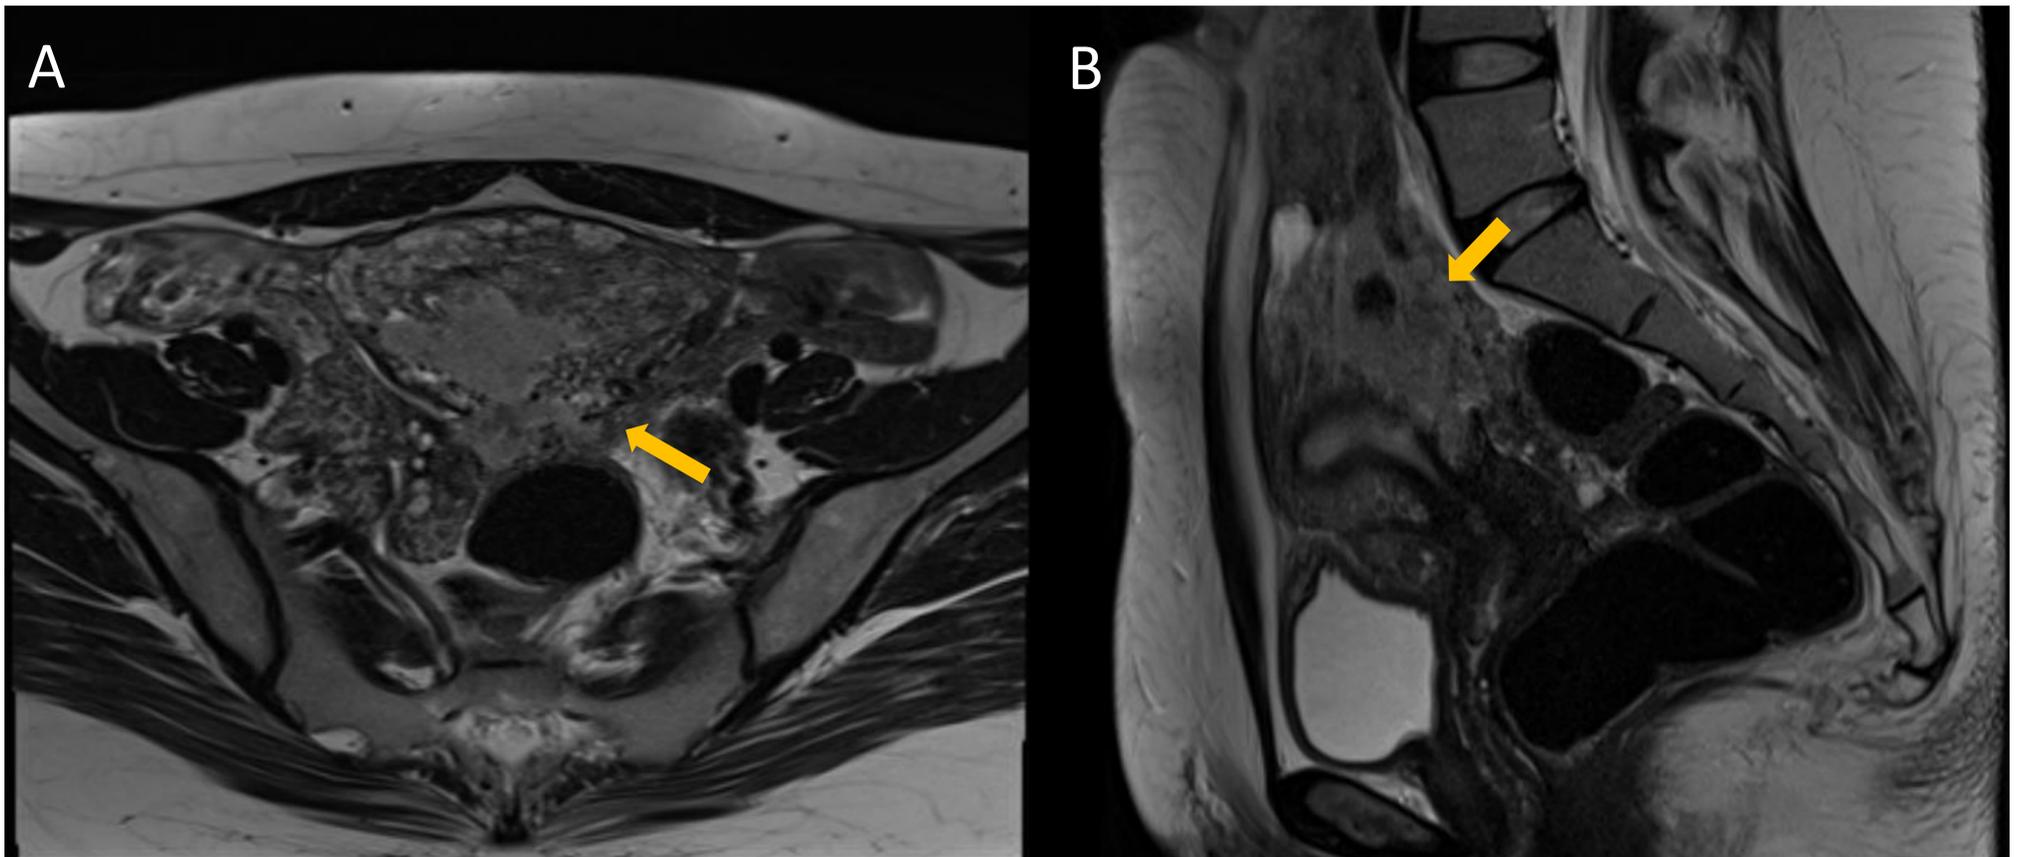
Imágenes potenciadas en T2 (A) Corte axial y (B) Corte sagital de una RM pélvica de una paciente joven que consulta por sangrados vaginales.
